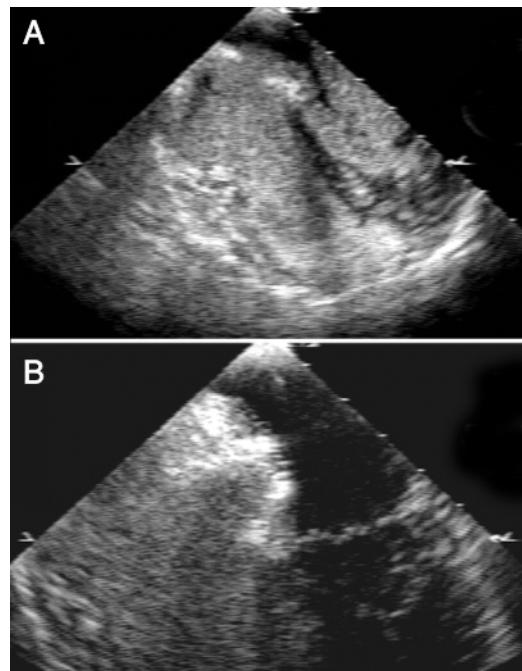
Ecocardiograma transesofágico en una paciente con AVC y FOP antes (A) y después (B) de cerrado éste con un dispositivo Amplatzer de foramen. Es evidente el paso de burbujas a través del foramen antes de su cierre.
